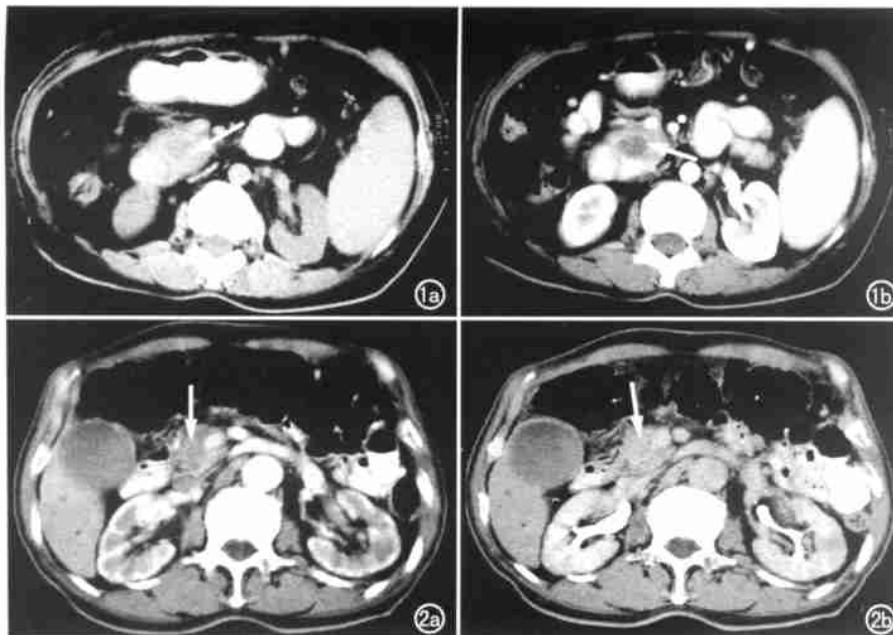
胰头癌同层扫描。a) CT 平扫示瘤灶呈略低密度(箭); b) 动脉期增强示瘤灶低密度, 对比明显(箭)。图 2 胰头癌同层扫描。a) 动脉期增强示瘤灶呈不均匀低密度(箭); b) 延迟期增强示瘤灶密度变均匀, 对比减小(箭)。
